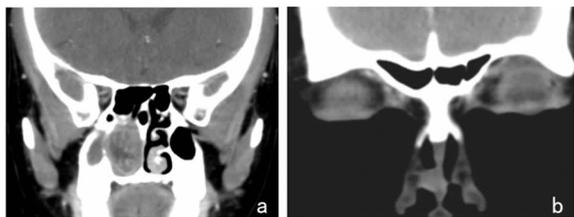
鼻窦 CT 冠状位 a: 病例 1 示肿瘤致中下鼻甲、右侧钩突及上颌窦内侧壁骨质压迫吸收; b: 病例 2 示鼻前庭区、鼻中隔右缘肿块,边界较清,中心低密度
